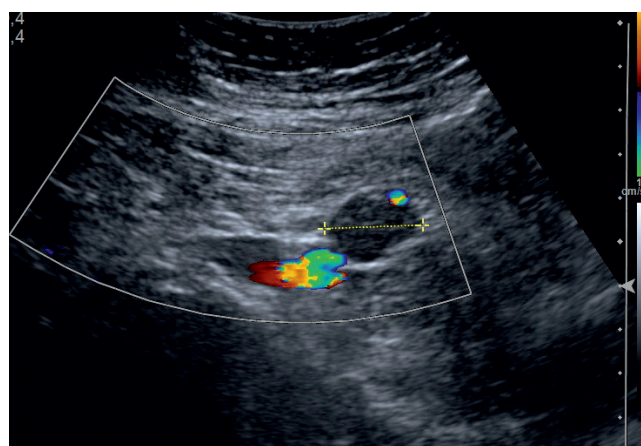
Ультразвуковая томограмма патологически измененного лимфоузла, расположенного латеральнее левых общих подвздошных сосудов
